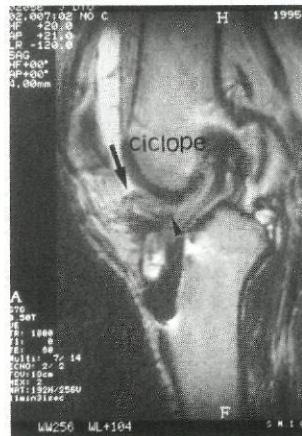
RM. Ponderação T2. Perfil. Formação nodular anterior à inserção distal do neo-LCA-ciclope (seta). Dois terços distais do neo-LCA anormalmente hiper-intensos.
